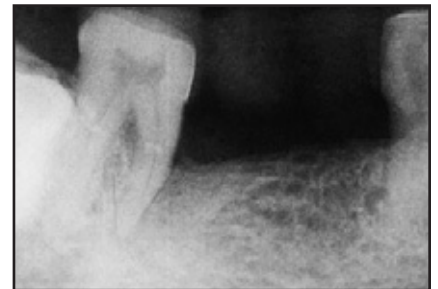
(links) Repräsentatives Röntgenbild eine Woche vor dem Eingriff in der Atrisorb-Gruppe.
